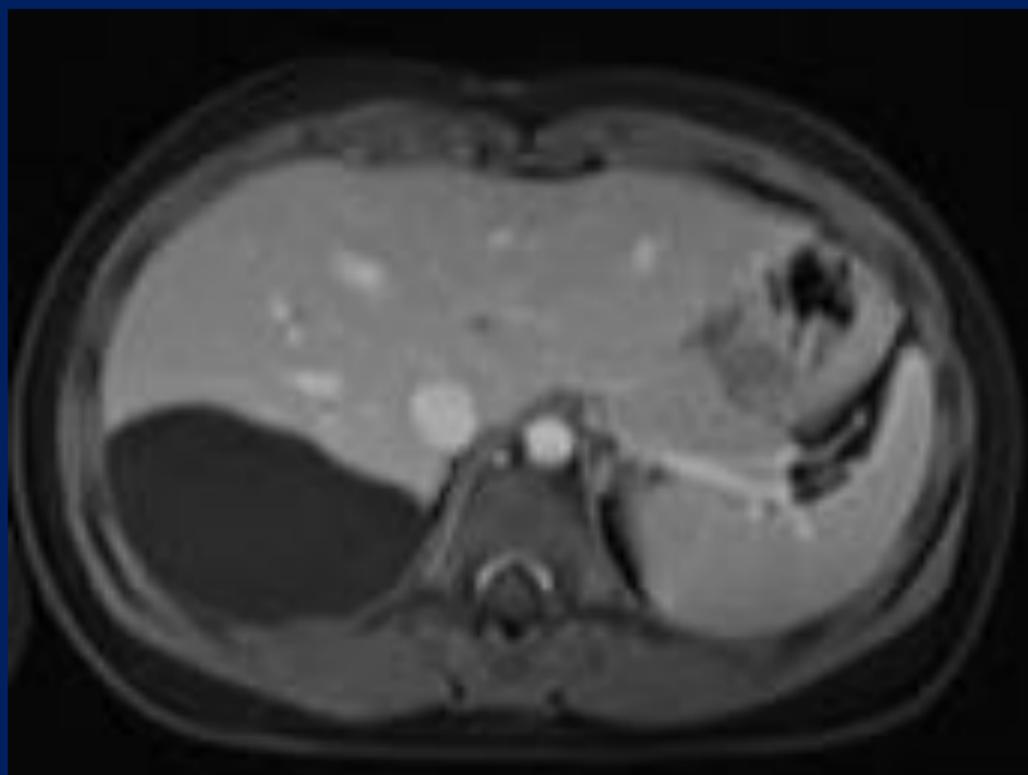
RM dinámico. No se observa realce tras la administración de contraste.
